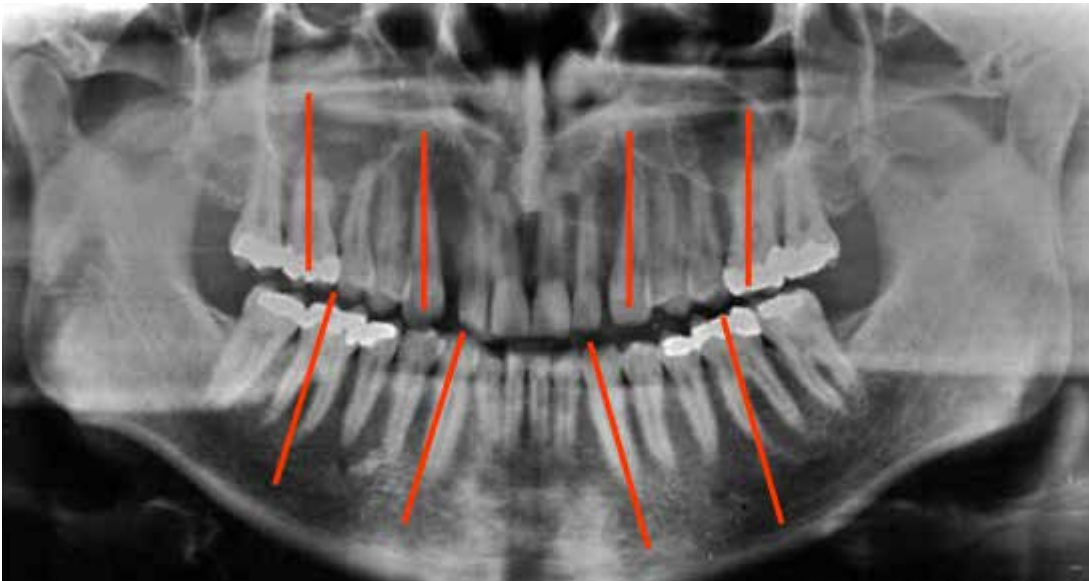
Radiografia panorâmica dividida nas 10 áreas de identificação da localização do supranumerário.
